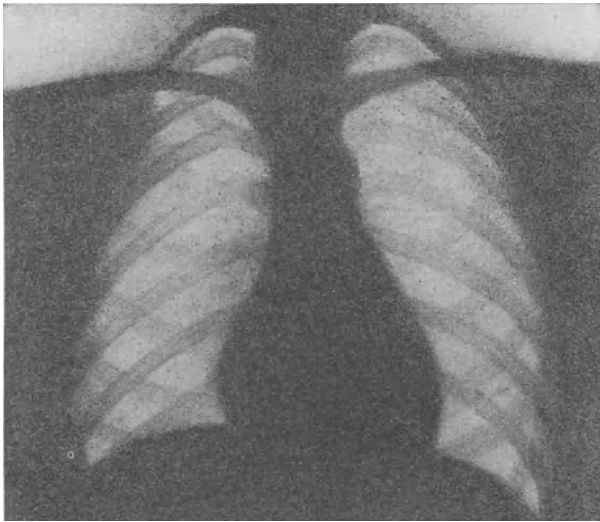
Röntgenbild der Brusthöhle, Lungen hell, Herz, Zwerchfell dunkel.
